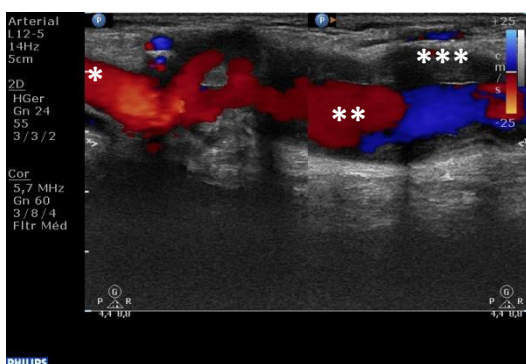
FAV úmero-cefálica com disfunção por aneurismas da artéria umeral\*, observando-se o seu marcado alargamento\*\* com trombo mural\*\*\* (Fonte: Laboratório de Eco-Doppler do serviço de Cirurgia Vascular do HSM-CHLN).
